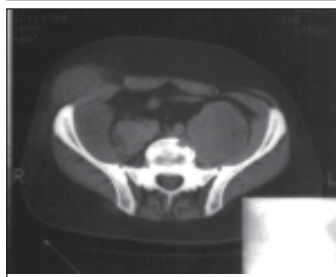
Туберкульозний спондиліт L₄-L₅ (КТ). Візуалізація деструкції у тілі L₄ з наявністю двосторонніх напливних абсцесів.
